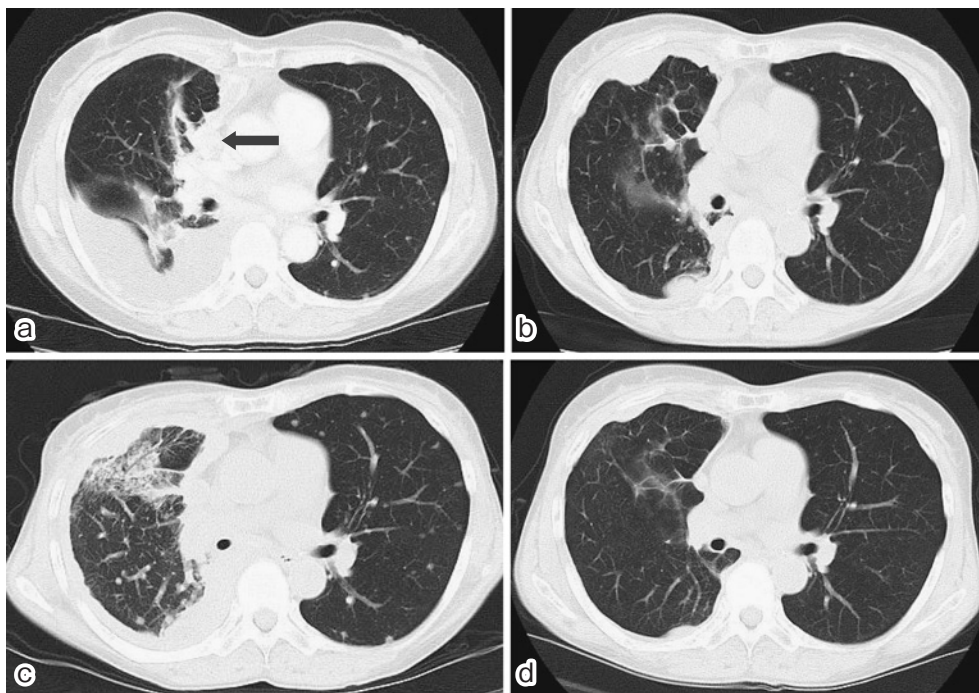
a: Chest CT on first admission showing tumor at the right middle lobe (←), right pleural effusion, and multiple small nodules in the bilateral lung fields. b: Chest CT after 4 cycles of chemotherapy showing partial response. c: Chest CT on November, 2008 showing the recurrence of lung cancer. d: Chest CT after 6 months treatment with erlotinib showing partial response.
